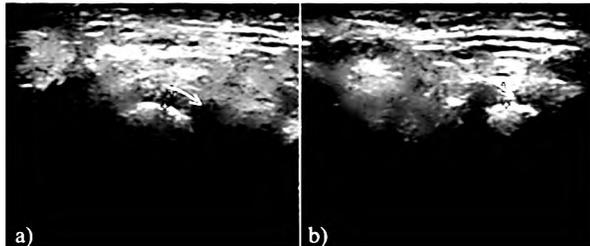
Ecografía de alta resolución de un desplazamiento anterior del disco con reducción: boca cerrada (a), boca abierta (b) la flecha muestra el disco desplazado<sup>43</sup>.
